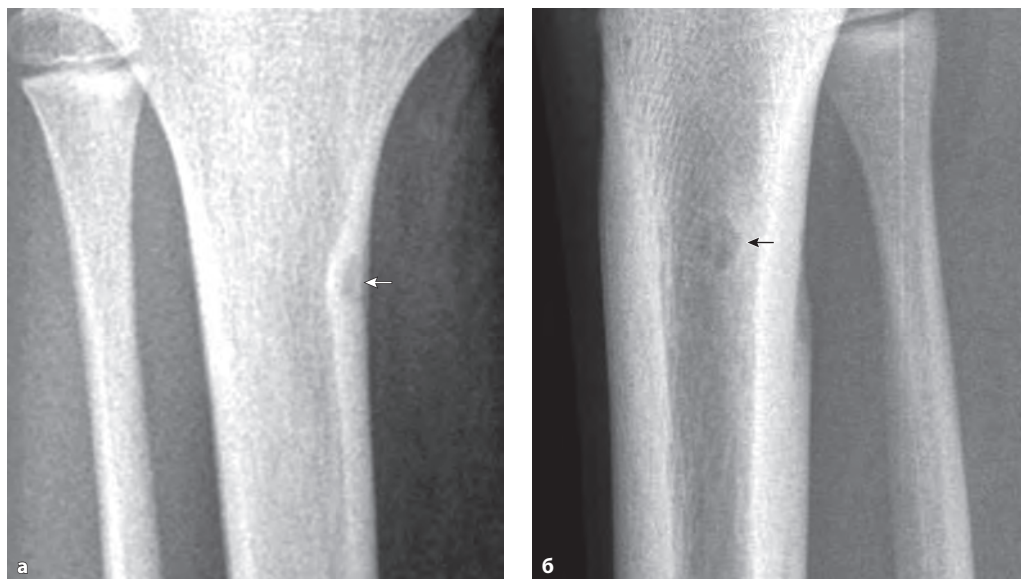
Остеоидная остеома. На фрагментах рентгенограмм правой голени в двух проекциях в корковом слое большеберцовой кости определяется овальной формы остеолитический очаг с центральной точкой склероза (стрелка).
